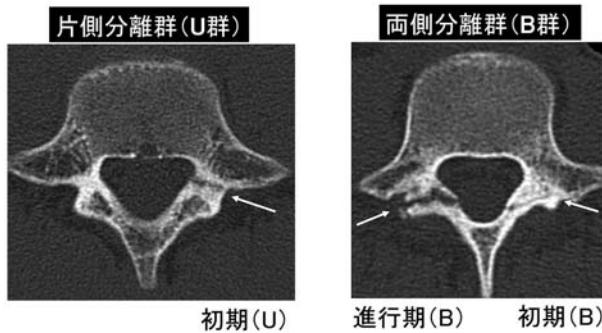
片側分離群(U群)および両側分離群(B群)に分け、片側それぞれで部位別・進行度別にCTによる骨癒合判定
